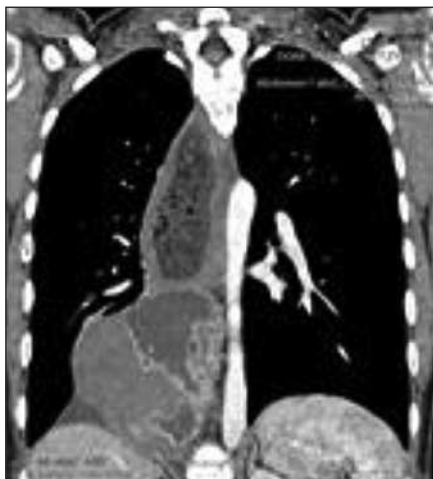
Компьютерная томография грудной полости с внутривенным контрастированием.
